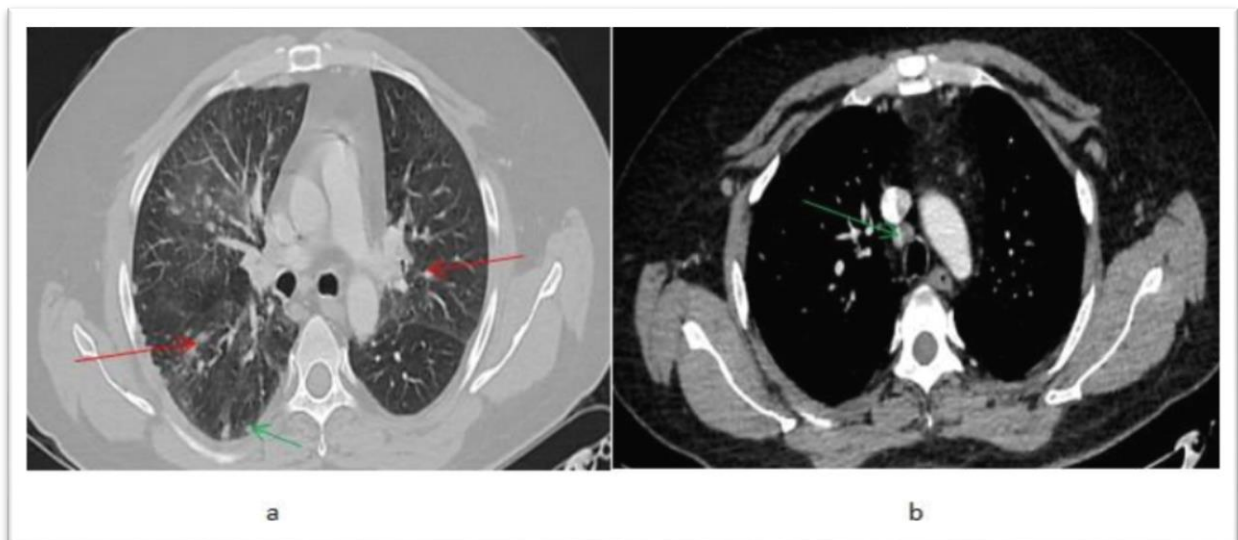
TDM thoracique en coupe axiale à haute résolution (a) fenêtre pulmonaire montrant des nodules parenchymateux pulmonaires bilatéraux de taille différente atténuant les tissus mous (flèches rouges) et un nodule sous pleural du côté droit (flèche verte) (b) fenêtre médiastinale montrant un ganglion lymphatique médiastinal paratrachéal droit légèrement élargi (flèche verte) (32)
